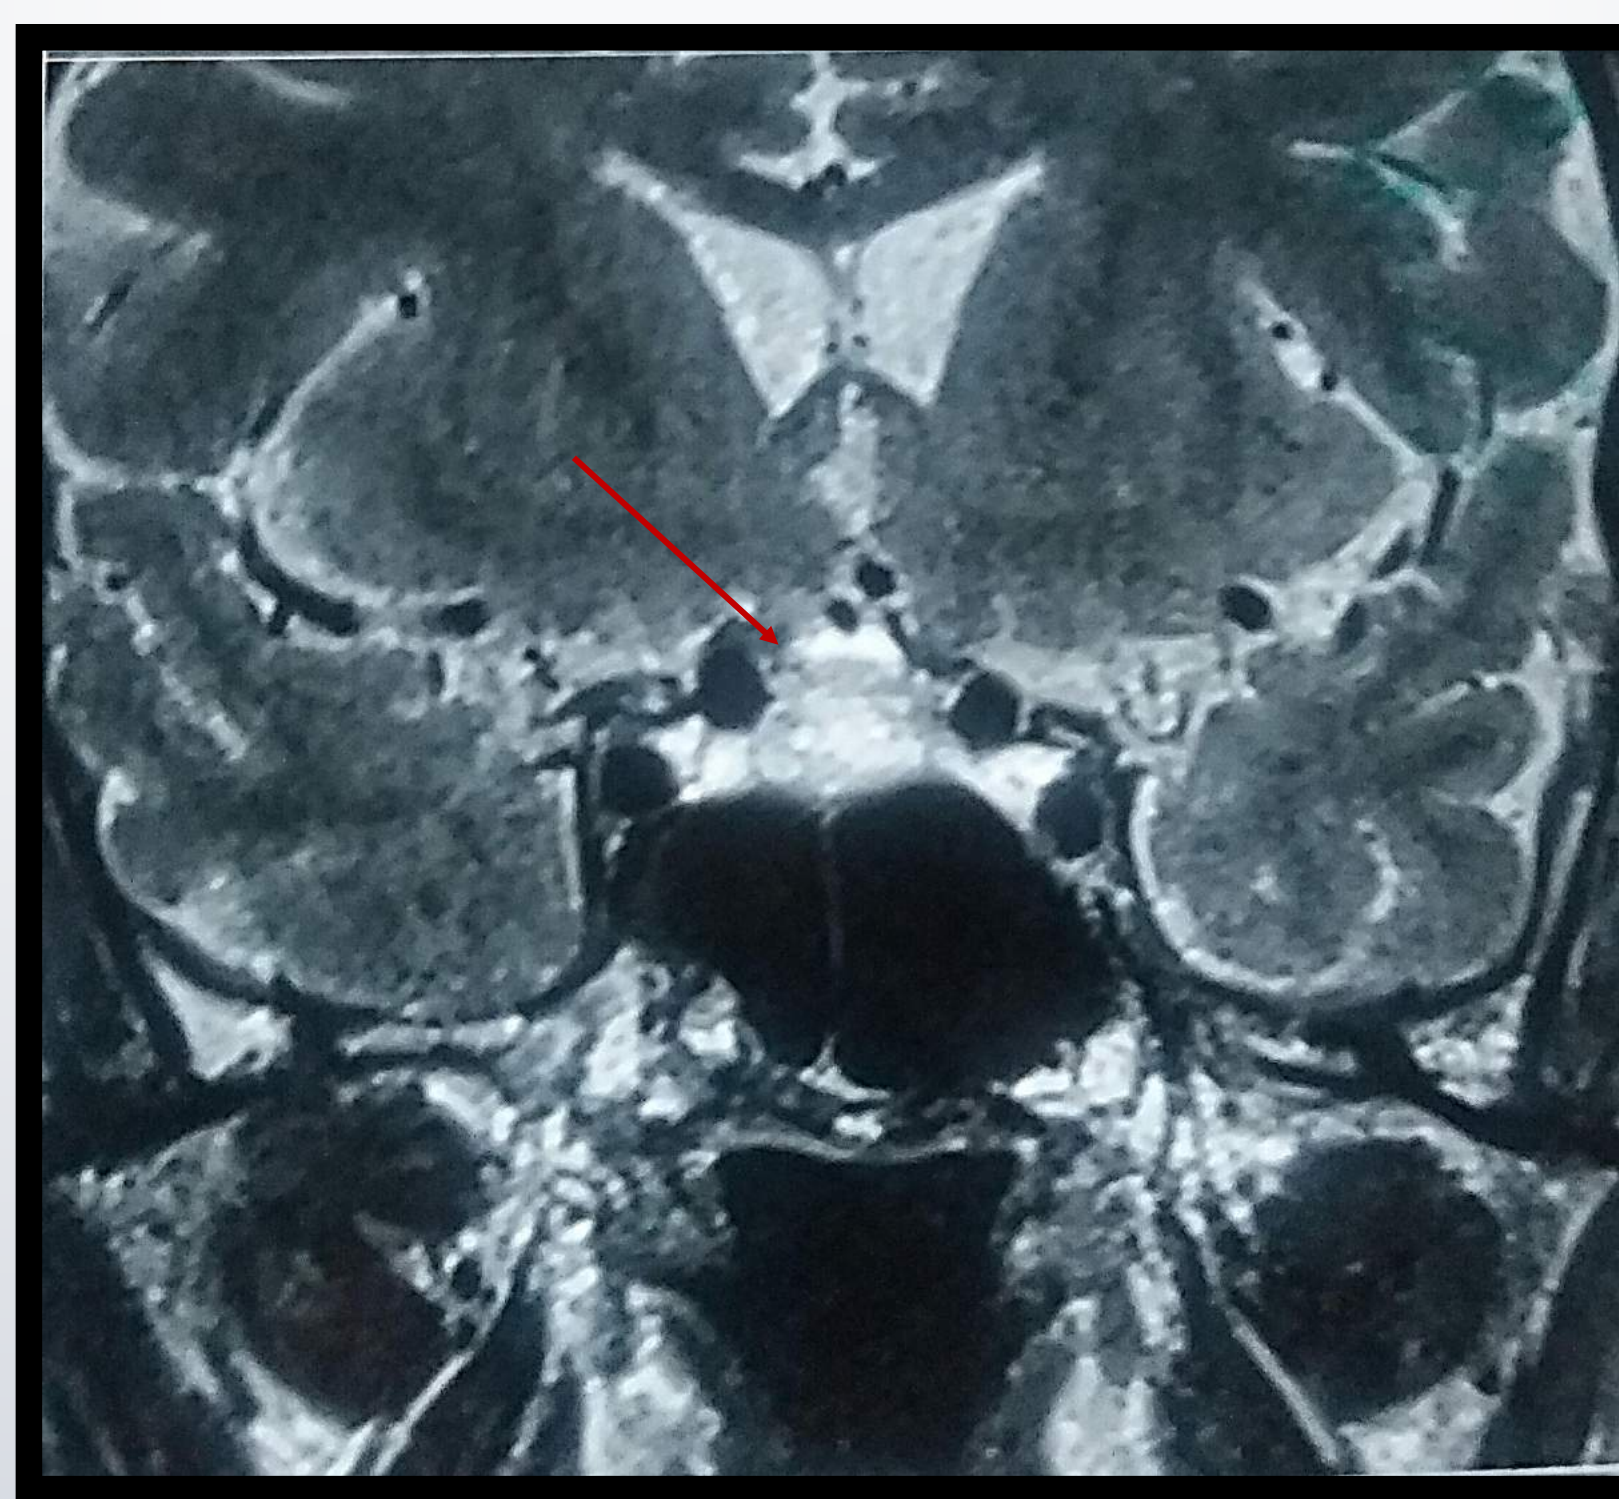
IRM hypophysaire en Mode T2
